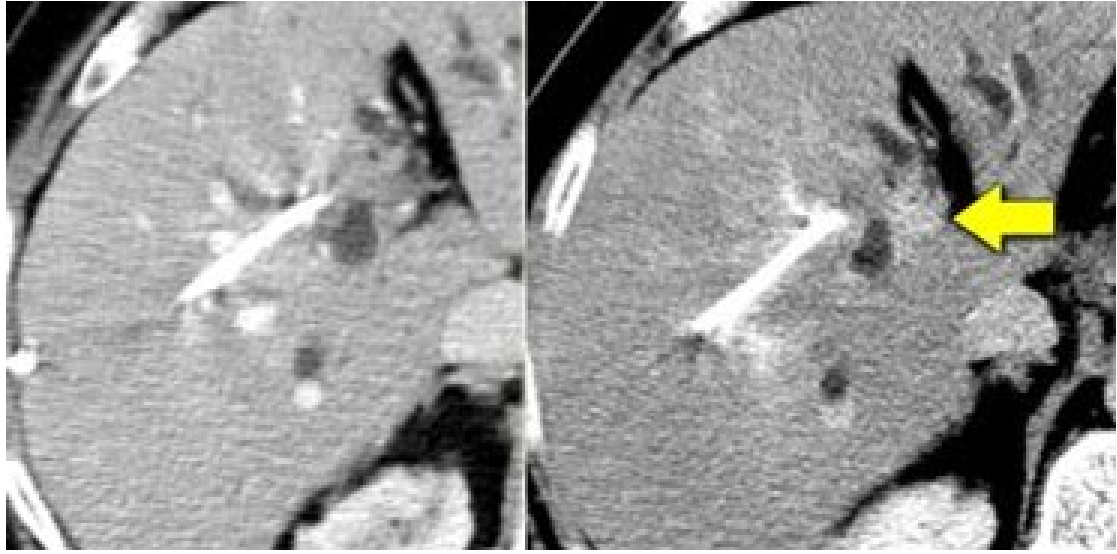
Hipovasküler metastaz örneği. Kontrastlı BT kesitinde hipovasküler metastazlar portal venöz fazda hipodens olarak izlenmekte (45).
